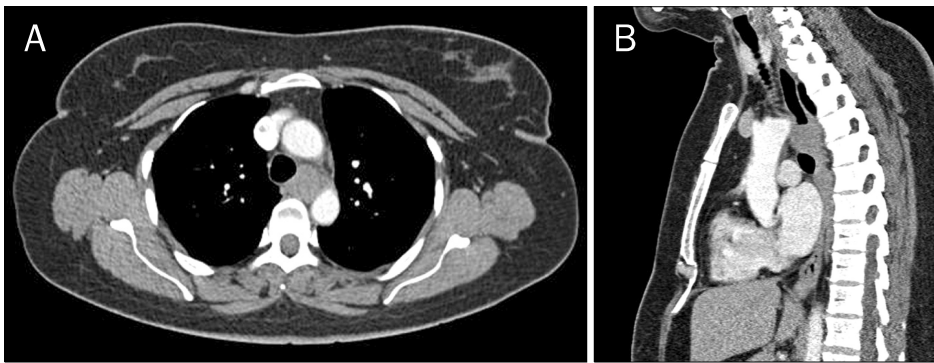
(A) Axial image of chest CT scan demonstrates a 2.5×2.2 cm sized heterogeneously enhancing round mass in the upper esophagus. (B) Sagittal image also reveals esophageal mass.
